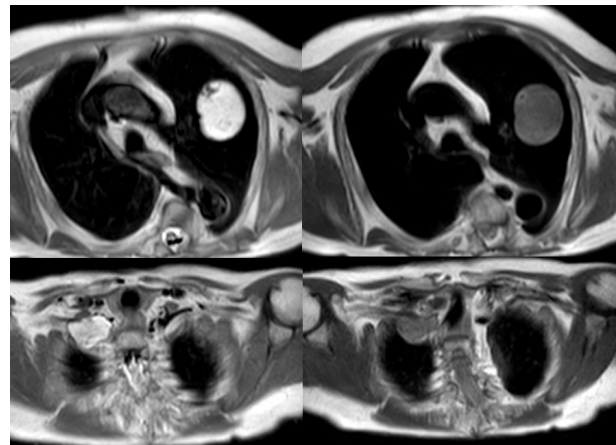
RMN cérico-torácica
